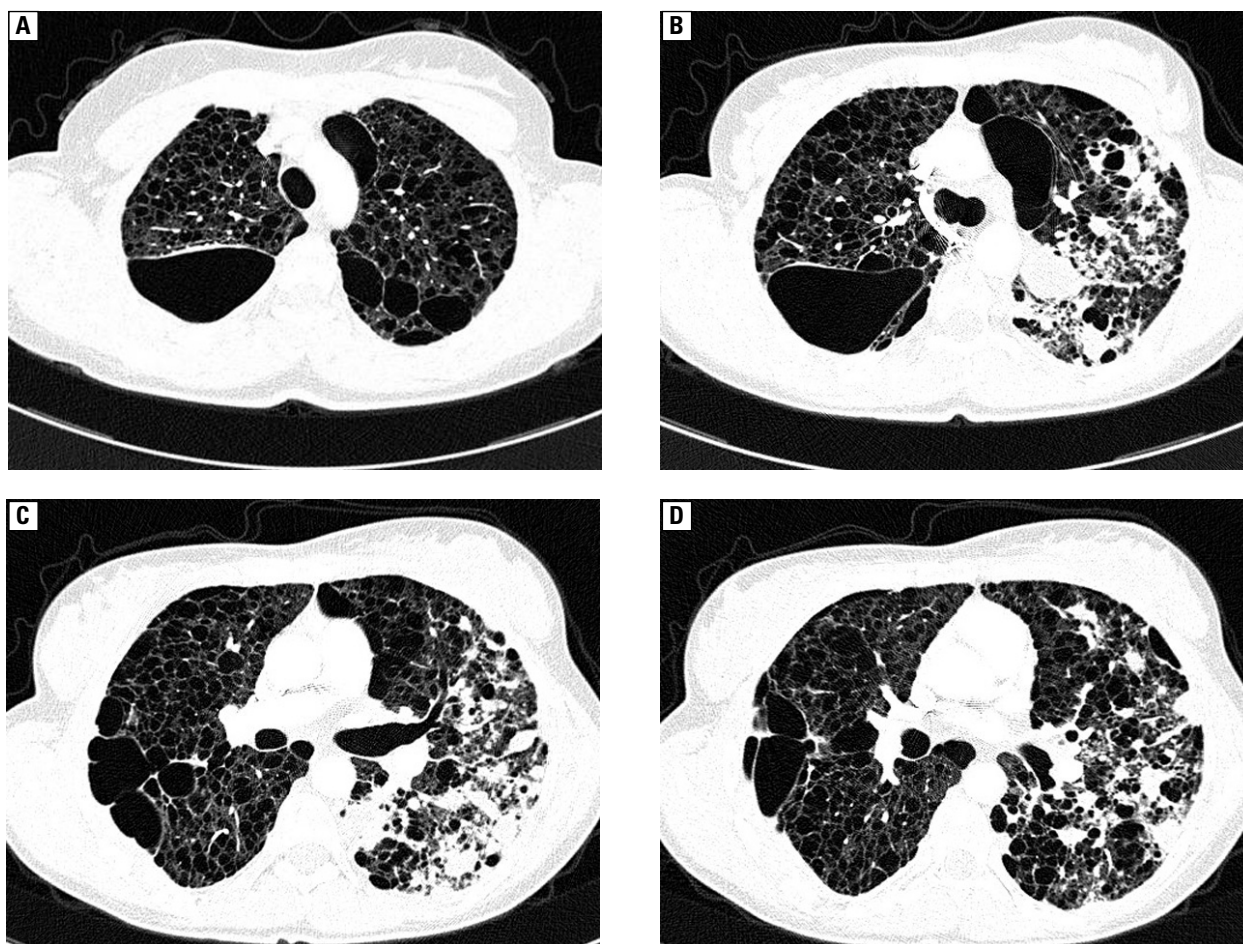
A–D. High resolution computed tomography of the lungs (2010). In both lungs numerous air spaces of different size. Bigger, subpleural air spaces may correspond with residual pneumothorax. No enlarged lymph nodes of hili nor mediastinum visible
